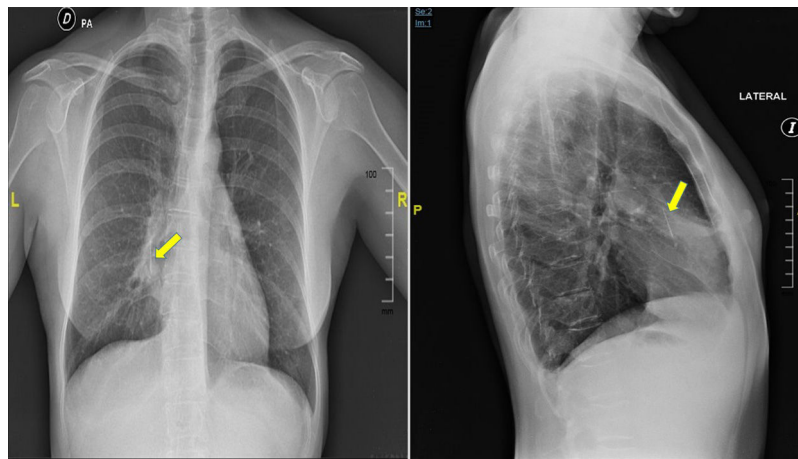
Radiografía de tórax que muestra objeto metálico intrapulmonar en forma de aguja con neumonía distal asociada.
